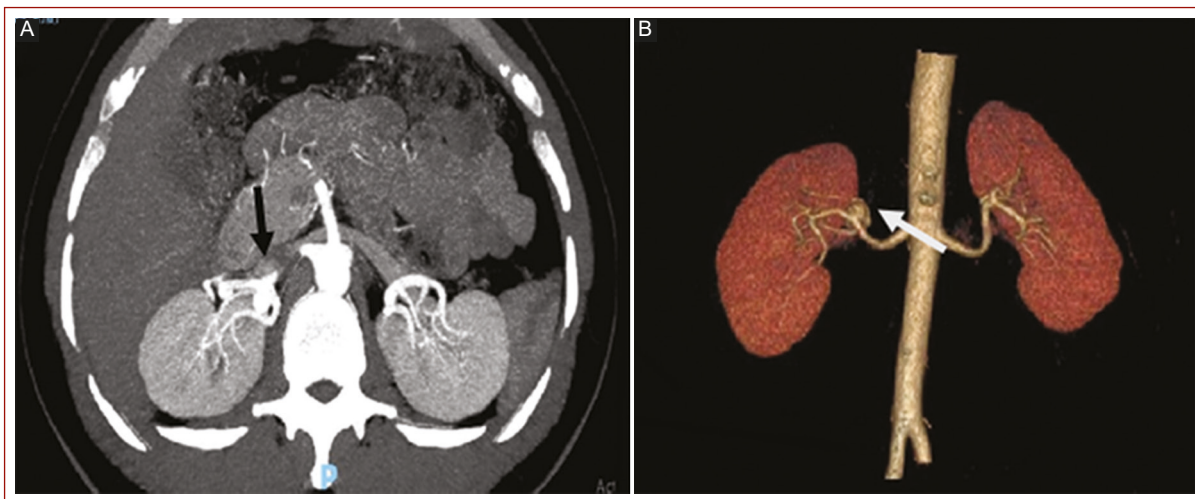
A: angiotomografía abdominal corte axial donde se identifica aneurisma sacular de arteria renal derecha (flecha) a nivel de su bifurcación. B: reconstrucción 3D con visualización de aneurisma sacular de arteria renal derecha (flecha).
